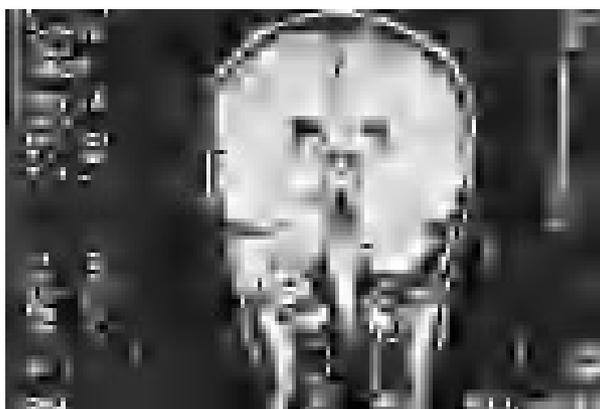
Resonancia magnética nuclear postcontraste coronal ponderada en T1: muestra tejidos blandos realzados en mastoides y seno sigmoide derechos.
